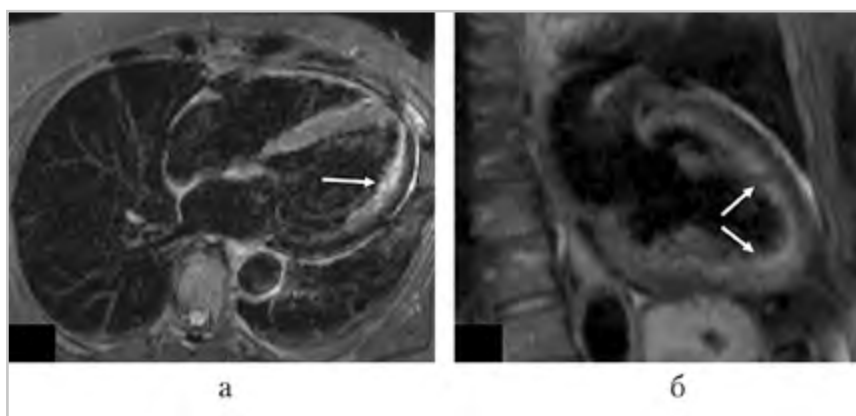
МР-томограммы пациентки Н.: *а* — Т2-взвешенное изображение, длинная ось левого желудочка, отек миокарда в проекции боковой стенки (*стрелка*); *б* — Т2-взвешенное изображение, длинная ось левого желудочка, отек миокарда в проекции передней и задней стенок в апикальных сегментах (*стрелки*)
